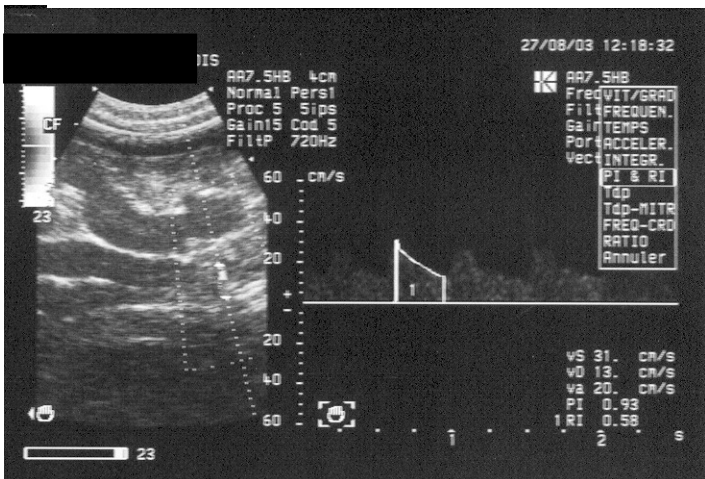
Doppler pulsé avec analyse spectrale RI : 0,58
